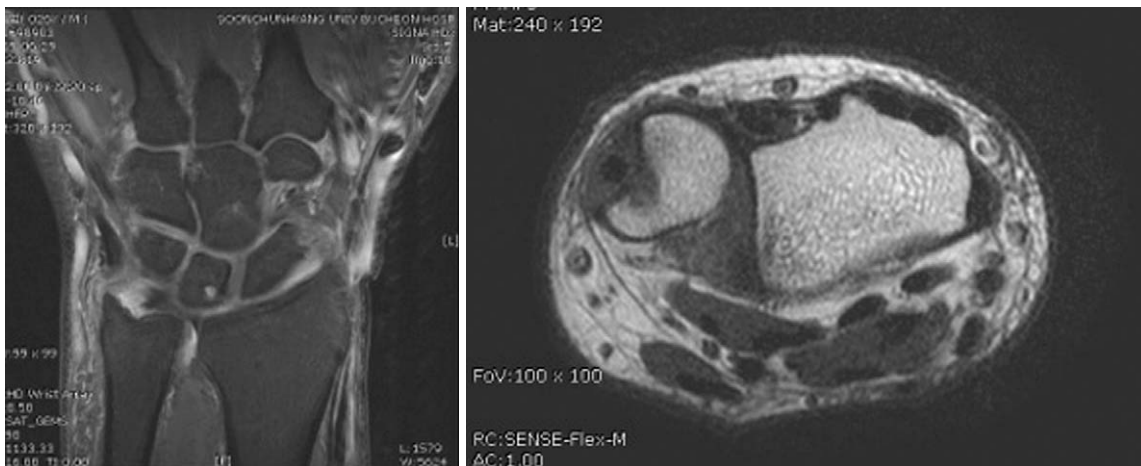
Magnetic resonance imaging findings of triangular fibrocartilage complex foveal avulsion with distal radioulnar joint instability.
